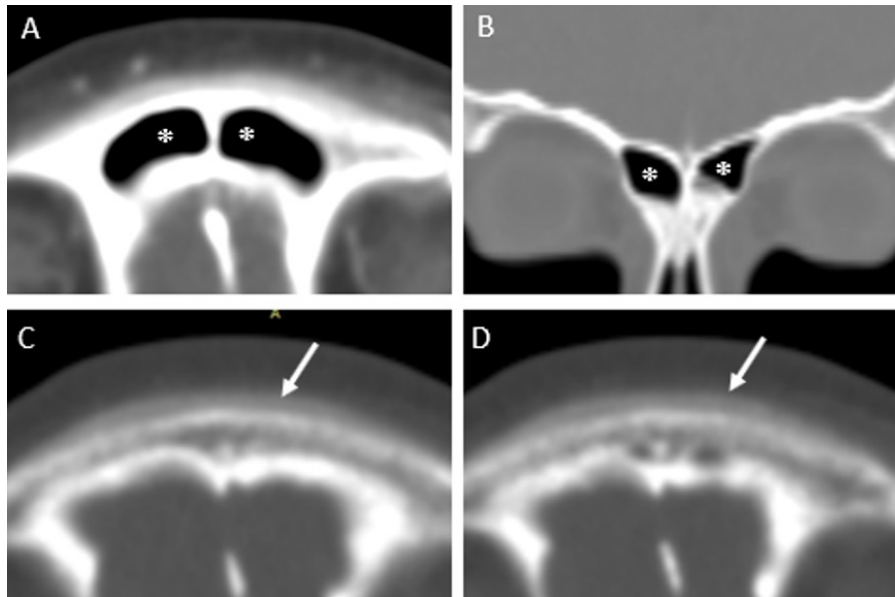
Tomografía simple. Al mes de su egreso hospitalario A, B) No se observa ocupación del seno frontal (asteriscos), ni colecciones extracraneales ni intracraneales. C, D) Reacción perióstica laminar y disrupción de la estructura ósea frontal (flecha blanca).
